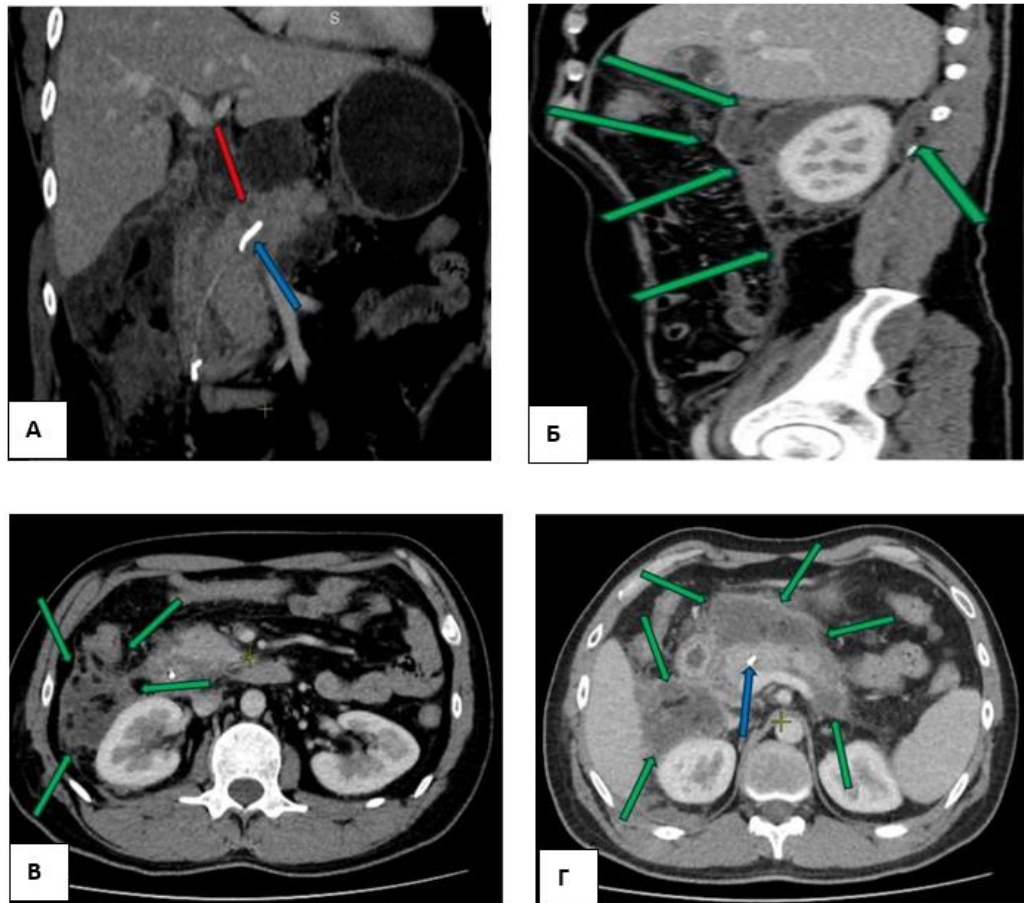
КТ с внутривенным болюсным контрастированием, венозная фаза. 12 сутки ОП. 1 тип конфигурации некроза. А – фронтальная, Б – сагитальная, В,Г – аксиальная проекции. Зона некроза ПЖ в области шейки (красная стрелка), стент в просвете ГПП (синяя стрелка). Формирование жидкостных скоплений в забрюшинной клетчатке параренально справа (Б,В,Г), а также в сальниковой сумке (Г) (зеленые стрелки)
